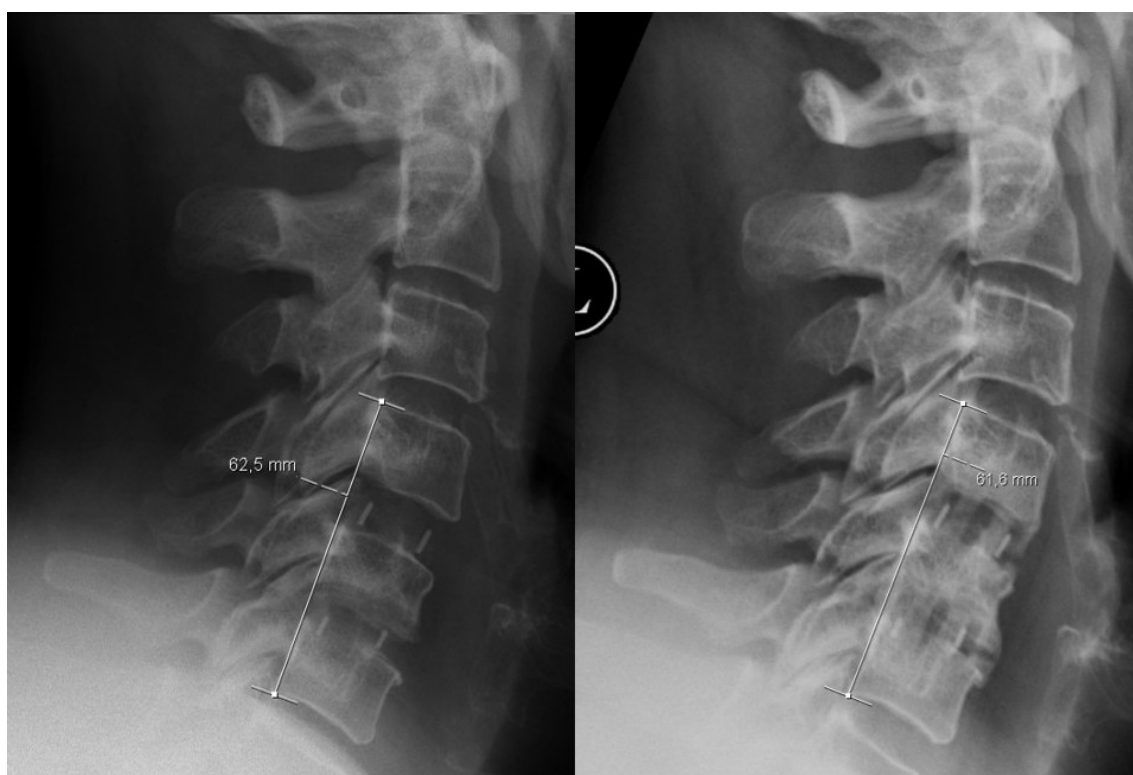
Messmethode für Subsidence. Röntgenaufnahmen von lateral am 1. postoperativen Tag (links) und bei Kontrolluntersuchung (rechts). In diesem Fall ergibt sich ein Höhenverlust von 0,9 mm, somit liegt keine Subsidence vor.
